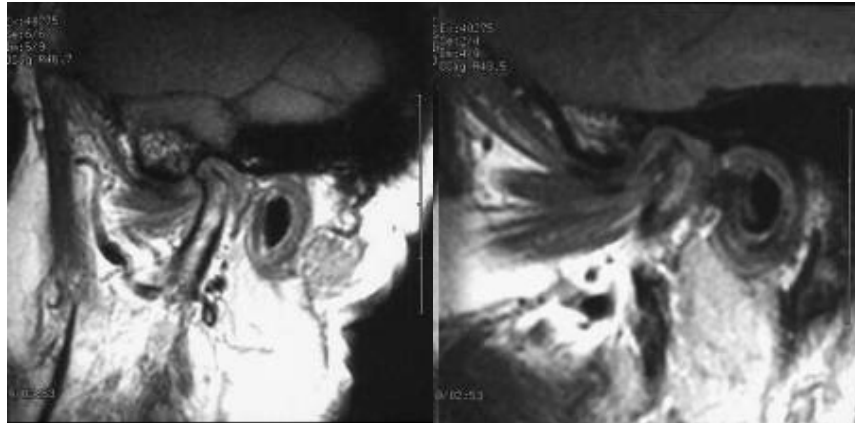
Tomografía de paciente con osteoartritis.
